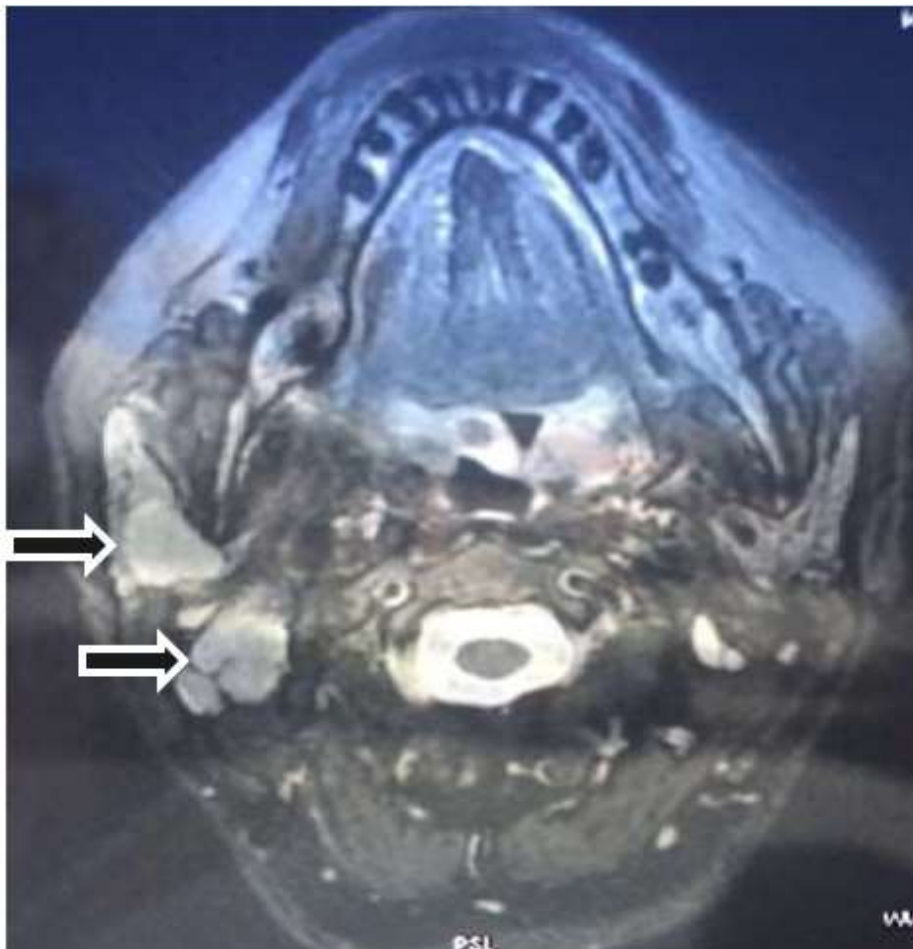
IRM T1 en coupe axiale après injection de gadolinium montrant des lésions qui chevauchaient le lobe superficiel et profond de la parotide droite (service d'ORL HMMI Meknès)
